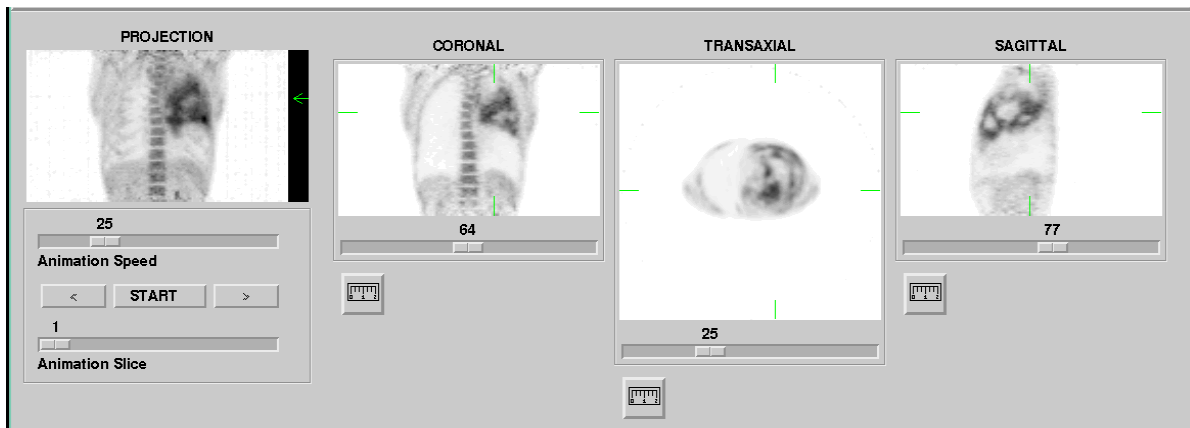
Beispiel (Patient Nr. 3): Darstellung entzündlicher Veränderungen der Lunge in der FDG-PET.
